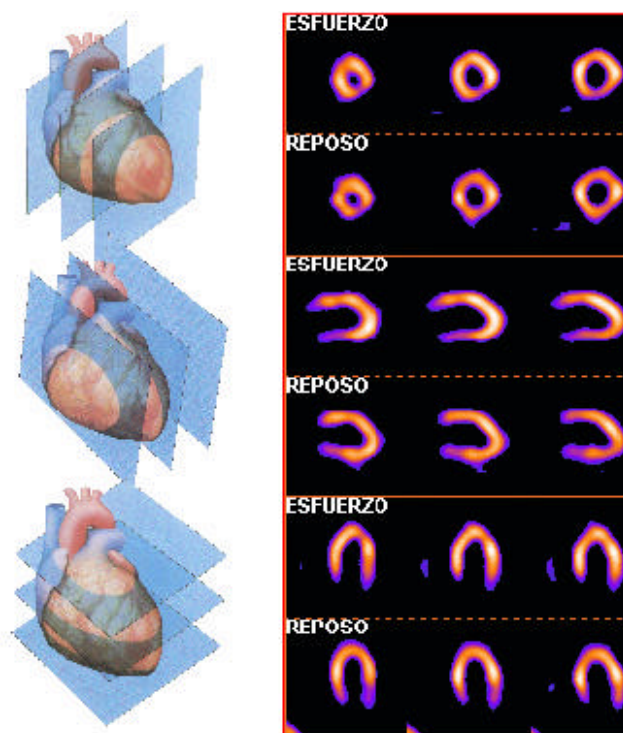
Estudio normal de SPECT cardíaco de perfusión. Cortes de eje menor (arriba), eje mayor vertical (centro) y eje mayor horizontal (abajo). La distribución del trazador radiactivo ( $^{99m}\text{-MIBI}$ ) es homogénea tanto en esfuerzo como en reposo.
